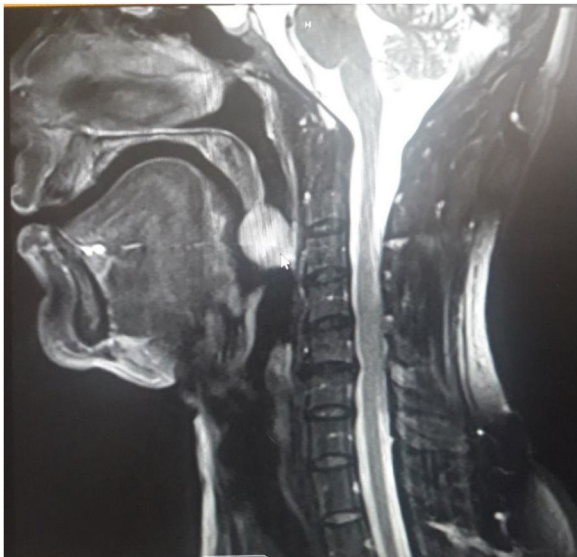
RM mostra realce em lesão ovoide com margens bem definidas, que pende da extremidade da úvula.
